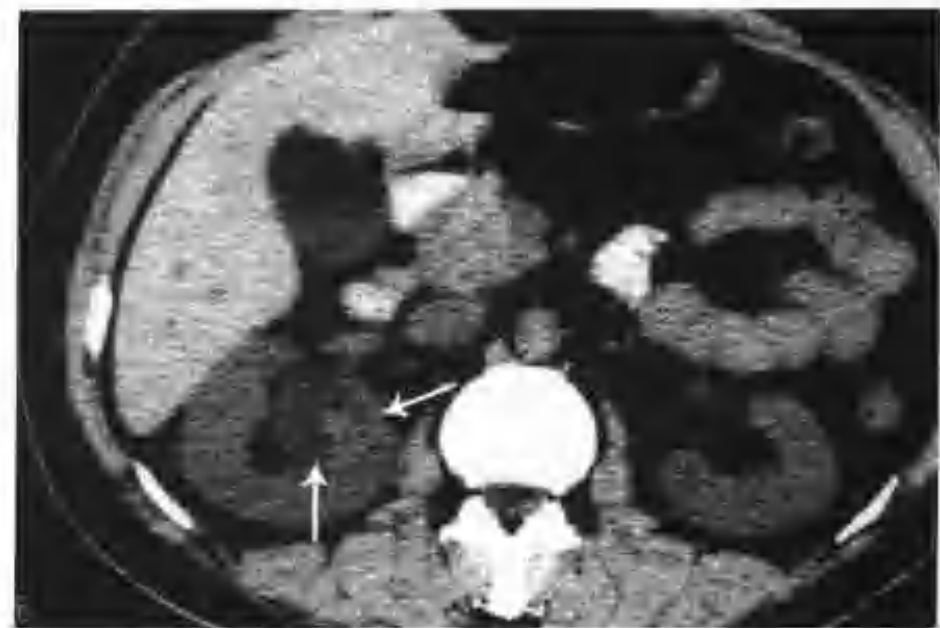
右肾透明细胞癌 (CT 平扫见右肾窦后方有一个 $3.5\text{cm} \times 4.0\text{cm}$ 的多房状肿物, 平扫呈等低混杂密度, 边界清楚 (箭头))
